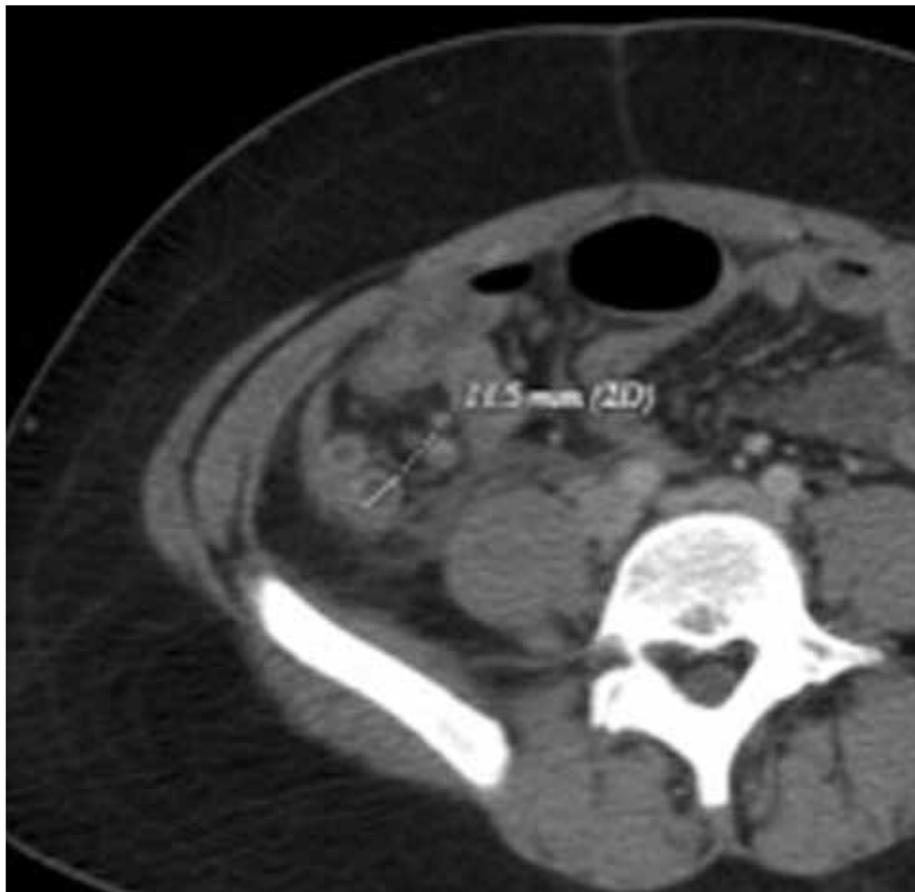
Corte axial de TC a nivel de la fosa ilíaca derecha, donde se identifica una imagen tubular, con un diámetro de 11.5 mm, asociado a alteración de los planos grasos adyacentes y realce posterior a la aplicación del contraste IV.
